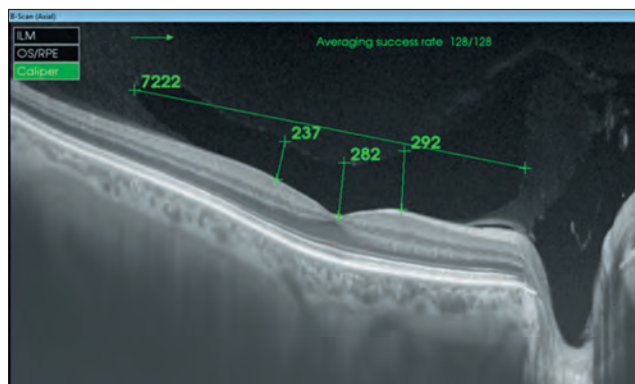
Снимок оптической когерентной томографии с визуализацией структур витреомакулярного интерфейса. Режим Line (H) 12,0 mm
